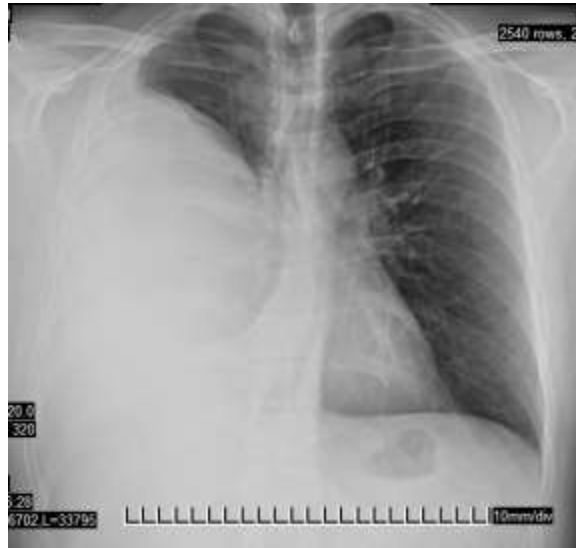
Radiografía de tórax realizada al ingreso.
